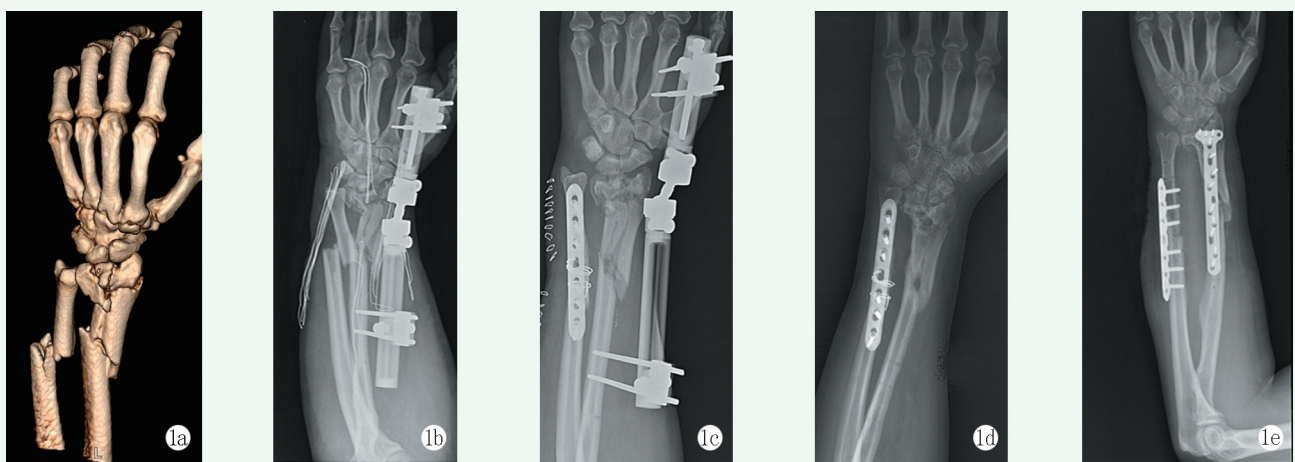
患者，男，38岁 1a: 术前左前臂CT三维重建，显示左尺骨远段骨折、左桡骨远段粉碎性骨折、关节面碎裂 1b: 初次手术，清创，左桡尺骨闭合复位外固定架固定 1c: 第2次手术，左尺骨开放复位内固定，调整桡骨外固定架 1d: 术后6个月去除外固定架，8个月复查X线片显示下桡尺脱位，桡骨骨不连 1e: 第3次手术，截骨矫形、植骨内固定术后下桡尺关节对合好，内固定位置良好
